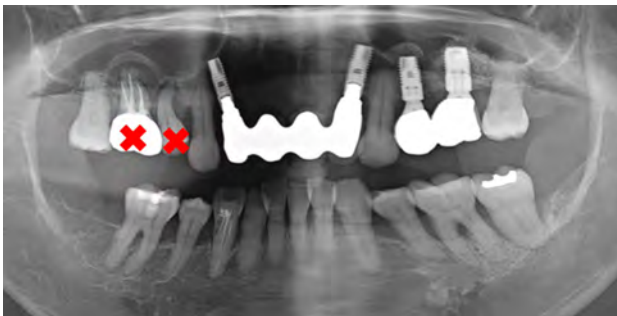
In 2016, the patient was presented with pain on the right maxillary area, Panoramic radiograph revealed advanced periodontitis with apical involvement on the right maxillary second premolar and first molar. Extraction and ridge preservation was planned for these teeth.
